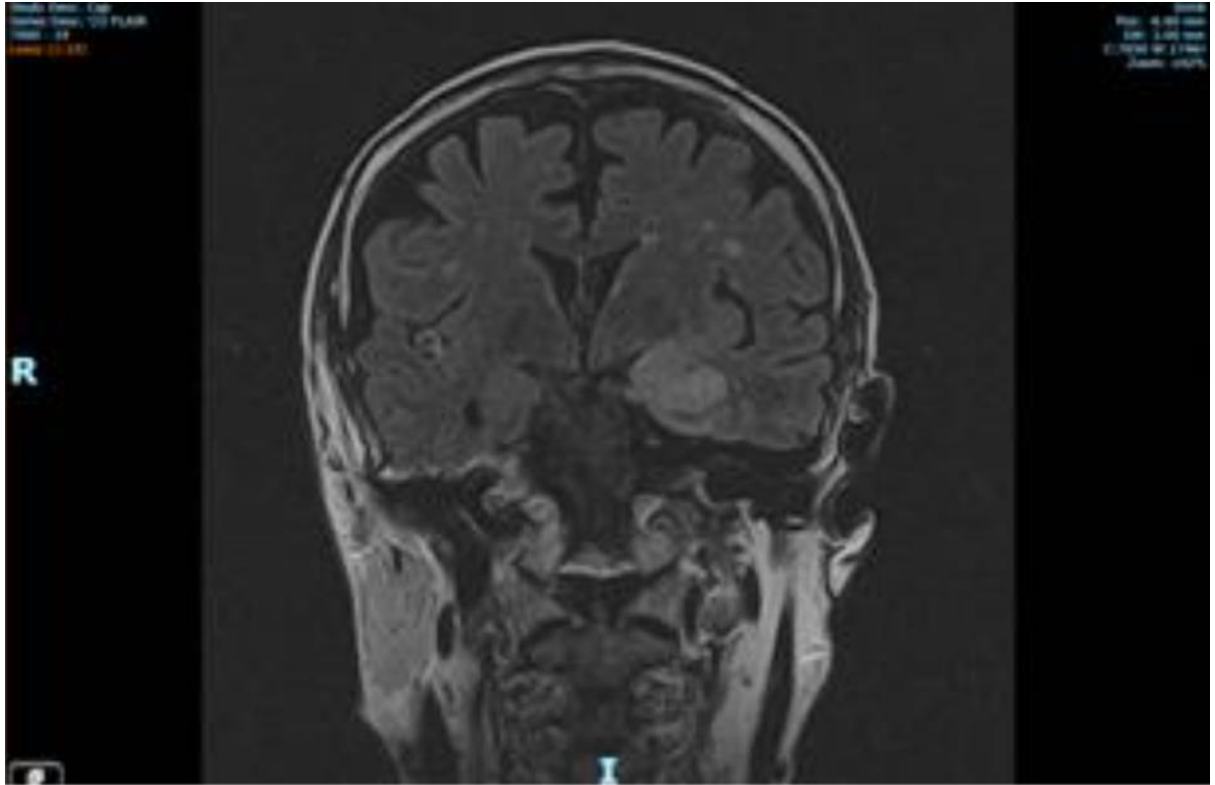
Imagini FLAIR coronale ale unui pacient de 69 de ani cu astrocitom difuz de gradul 2 conform clasificării OMS (Lobul Temporal Stâng).
